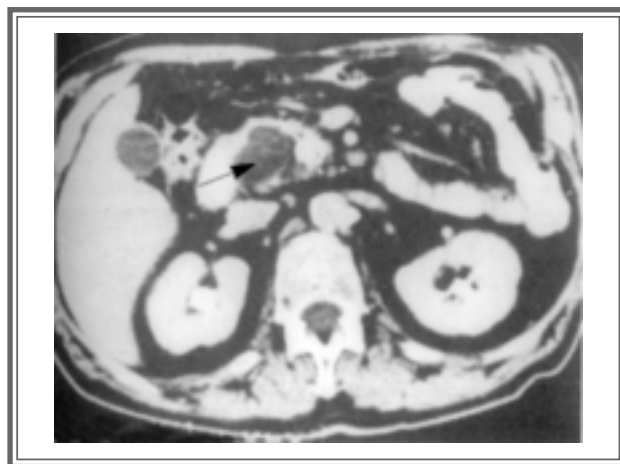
Компьютерная томограмма. Хронический панкреатит, киста (указана стрелкой) поджелудочной железы.
